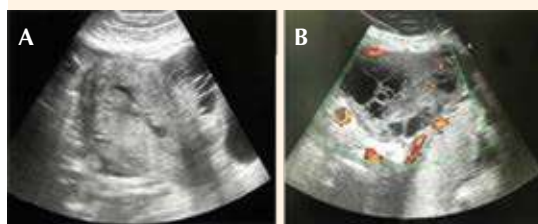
A) Imagen heterogénea de bordes irregulares, de predominio quístico en la cara anterior del útero, sin infiltrado a las estructuras adyacentes (útero y vejiga). B) Con el Doppler no se observa vascularidad central.
